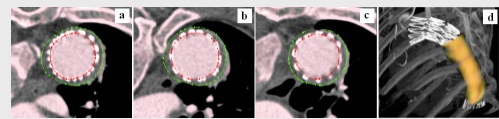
Segmentierungs- und Visualisierungsergebnisse eines thorakalen Aortenaneurysmas. Lumen und Thrombus sind für drei unterschiedliche CT-Schichten (a, b und c) eingezeichnet. Zusätzlich ist das 3D-Modell des Aneurysmas dargestellt (d).
